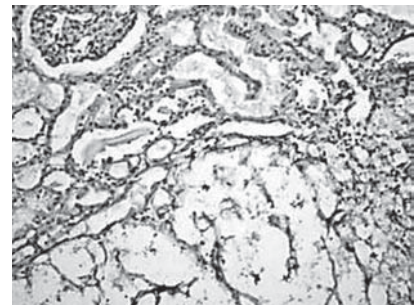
Очаговая інфільтрація КТ в ткани почки
